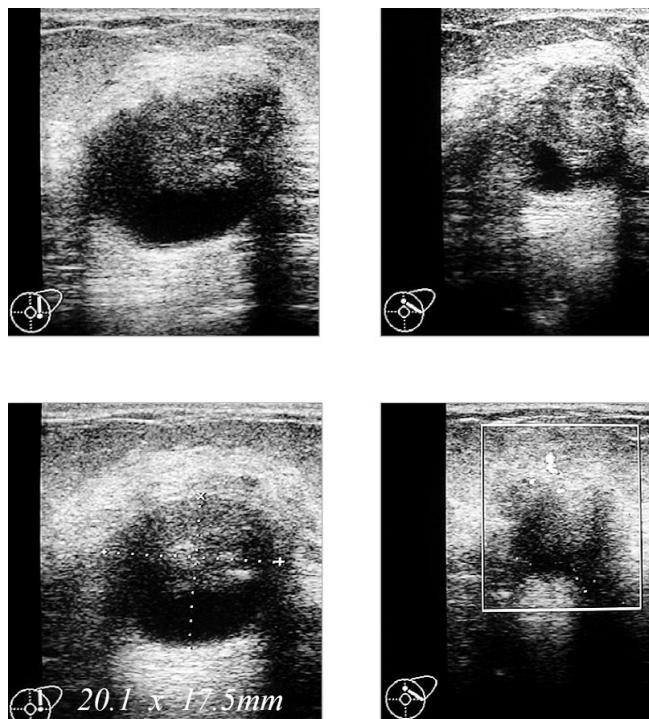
Ultrasonido: Se demuestra lesión quística, con un componente sólido, irregular, heterogénea, que desplaza el tejido adyacente. A la aplicación del Doppler muestra importante vascularidad intralesional que podría corresponder con el pedículo vascular del papiloma. No se demuestra dilatación de ductos adyacentes.
